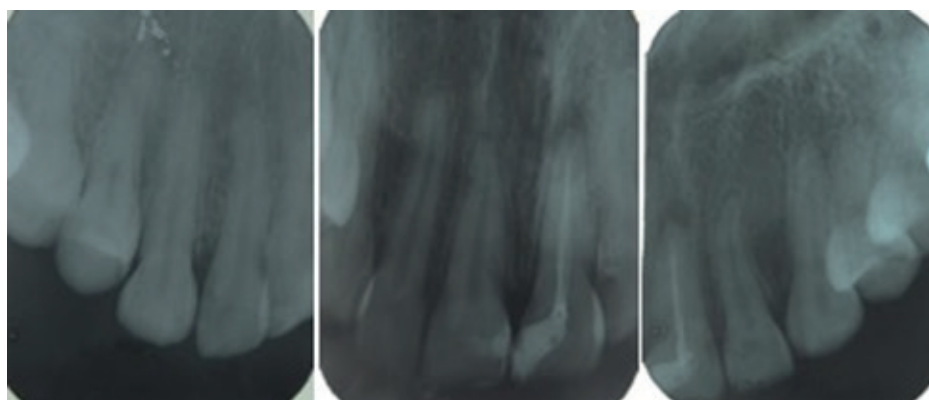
Radiografías periapicales anterosuperiores.
